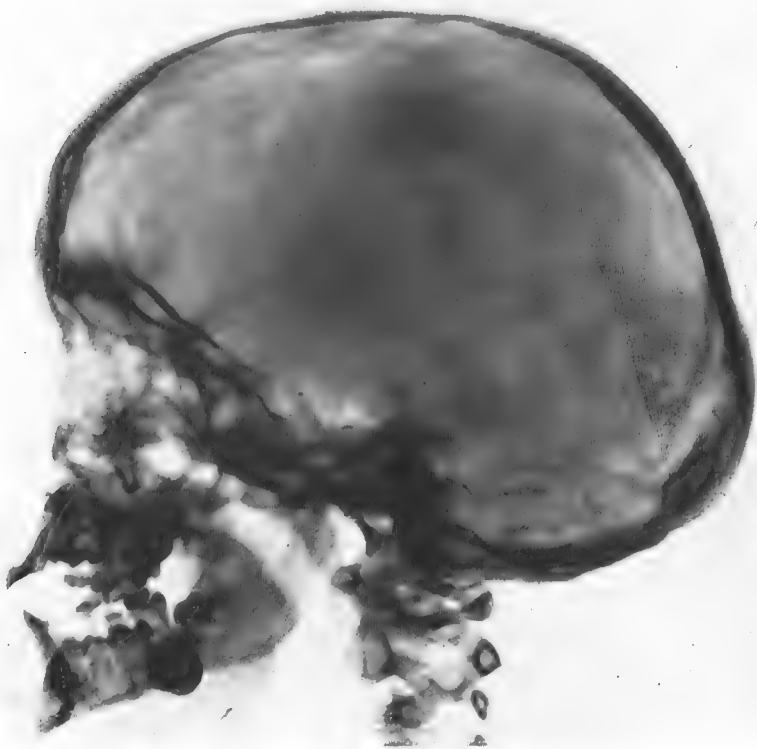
Radiographie de profil. Cas Ryb... — La selle turcique est de contours normaux, les apophyses clinoides antérieures ne sont pas modifiées. Il n'y a pas d'élargissement de la gouttière optique. Il existe un certain degré de disjonction des sutures.
